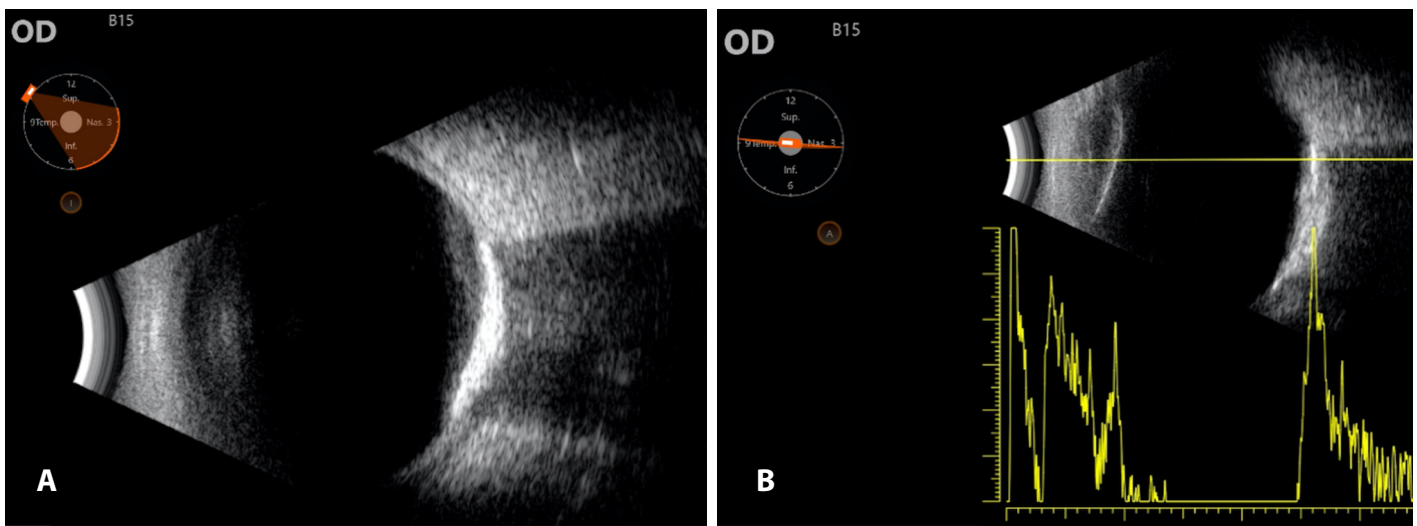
Ecografía ocular del osteoma coroideo muestra en modo A un pico altamente reflectivo y en modo B muestra una placa hiperecogénica con marcada sombra acústica posterior.
